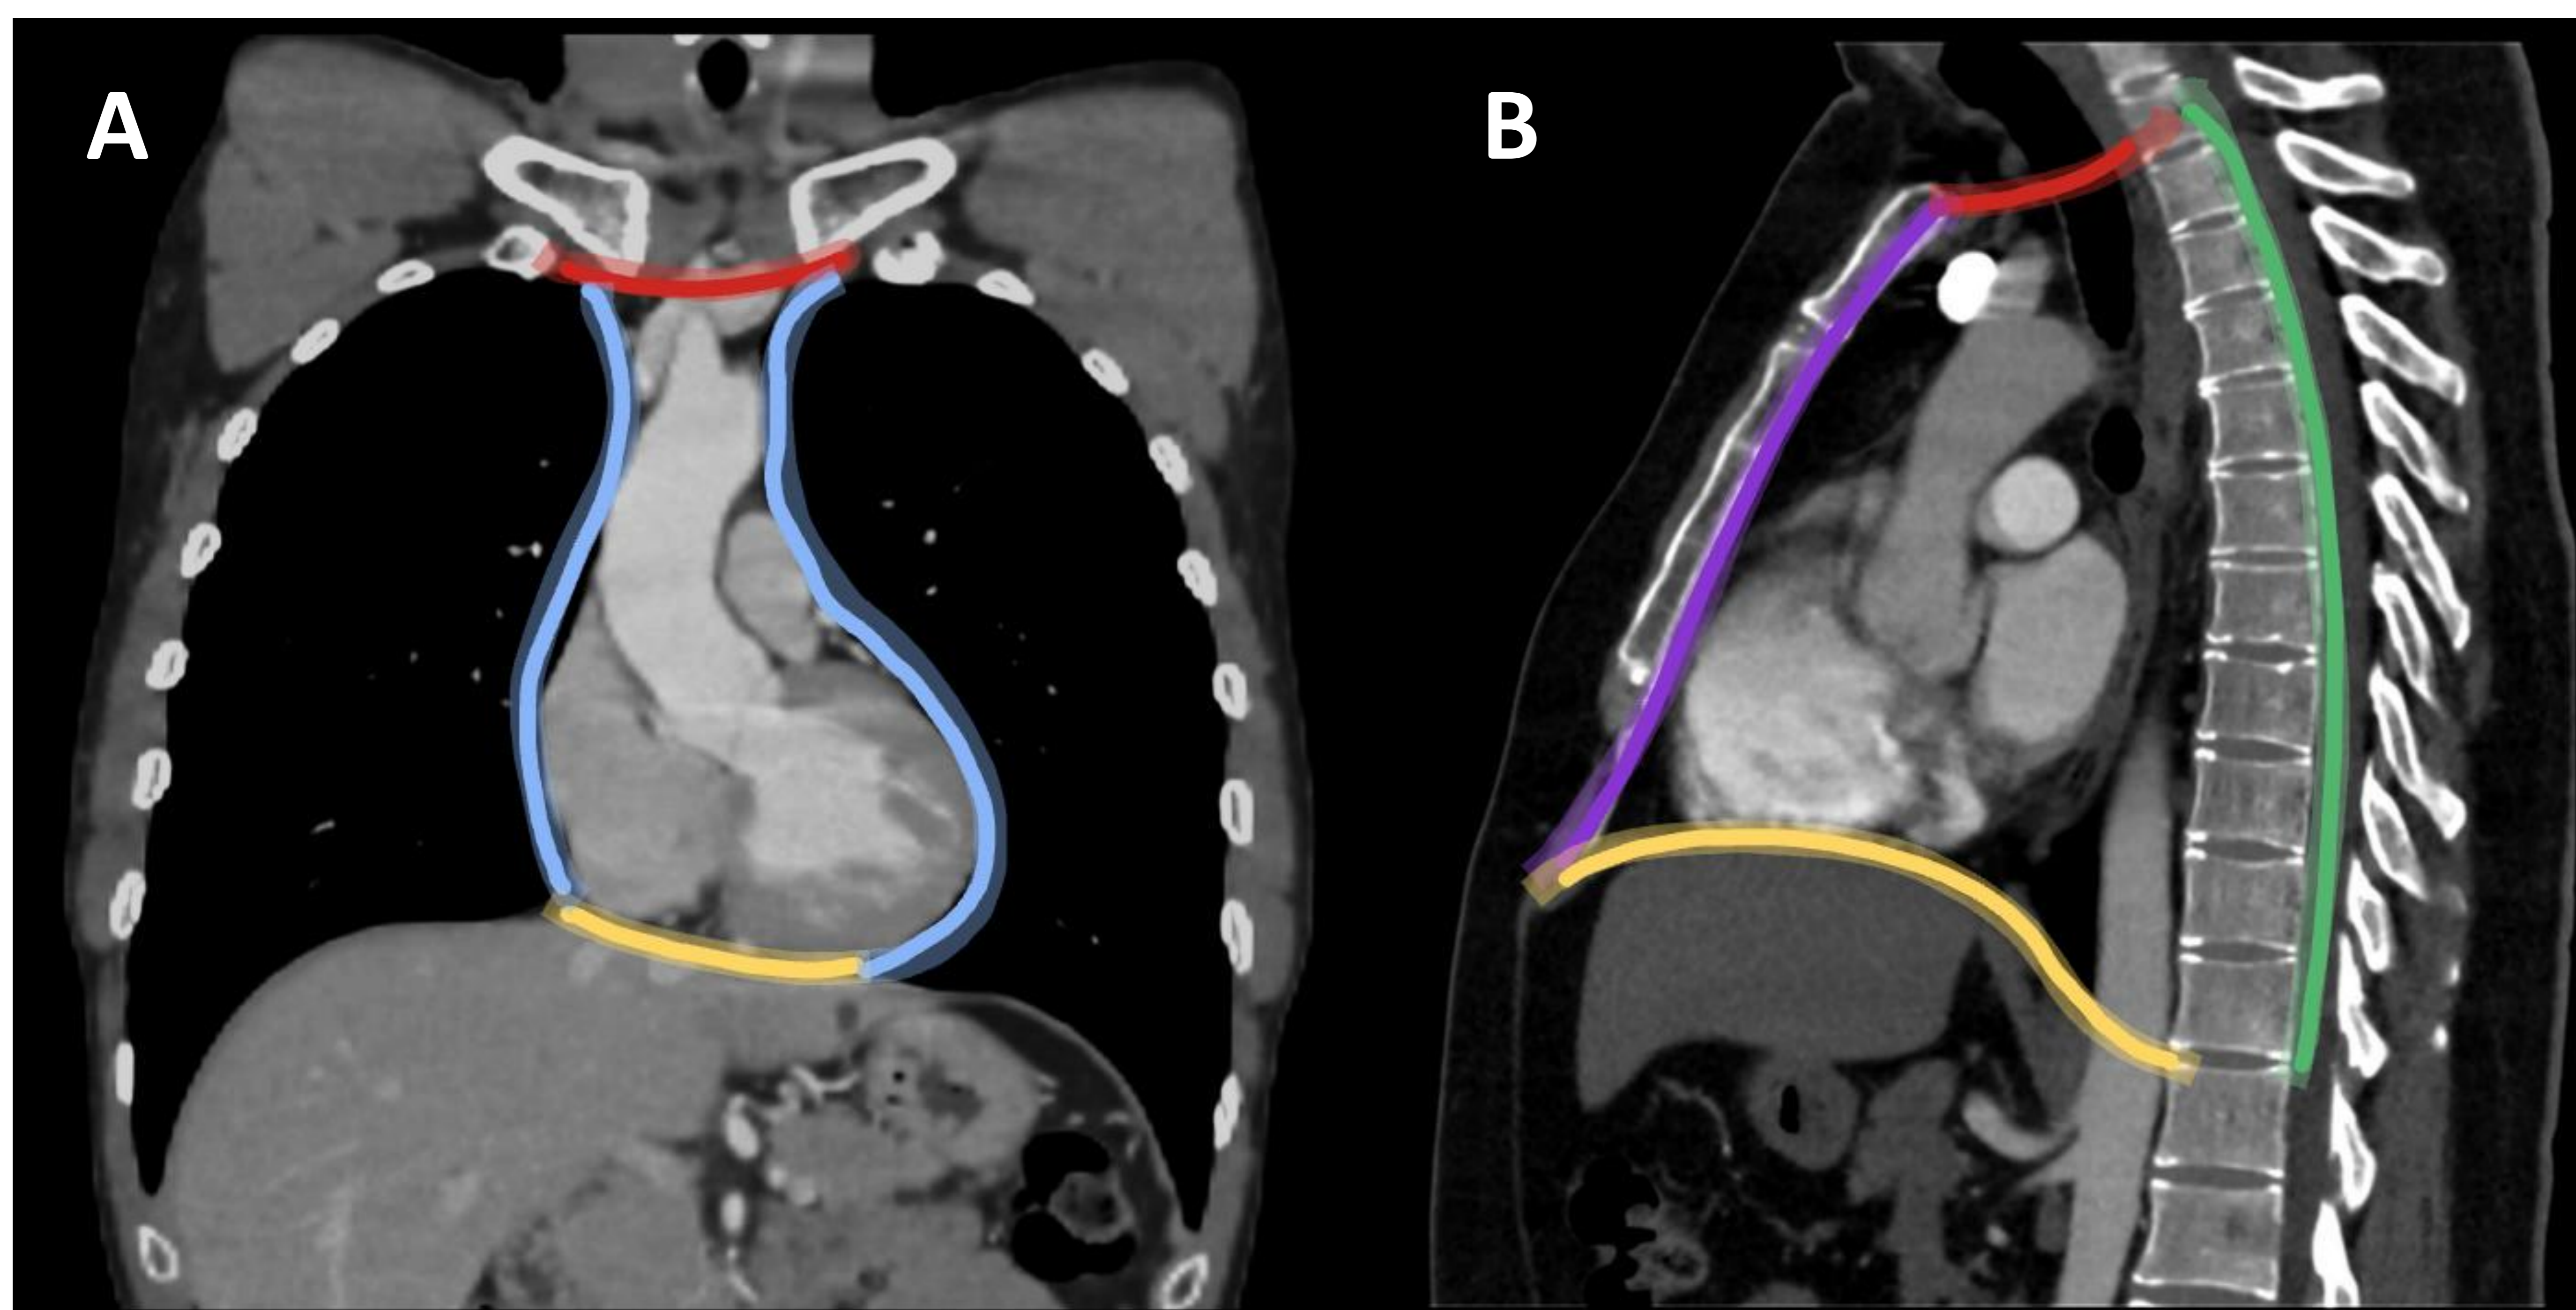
Límites del mediastino. TC Tórax con CIV y ventana de mediastino en reconstrucción coronal (A) y sagital (B). Límite superior que cruza por el opérculo torácico (línea roja), límite inferior o diafragmático (línea amarilla), límite lateral o pleural (línea azul), límite anterior retroesternal (línea morada) y límite posterior (línea verde).
